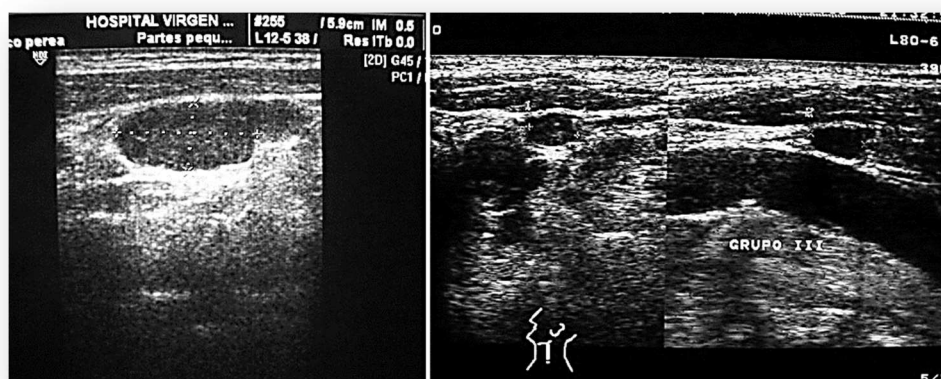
Ecografía. Izquierda: adenopatía deformada y heterogénea con moteado por la hipo e hiperecogenicidad que se emite desde su interior. Derecha: se ven dos adenopatías homogéneas
